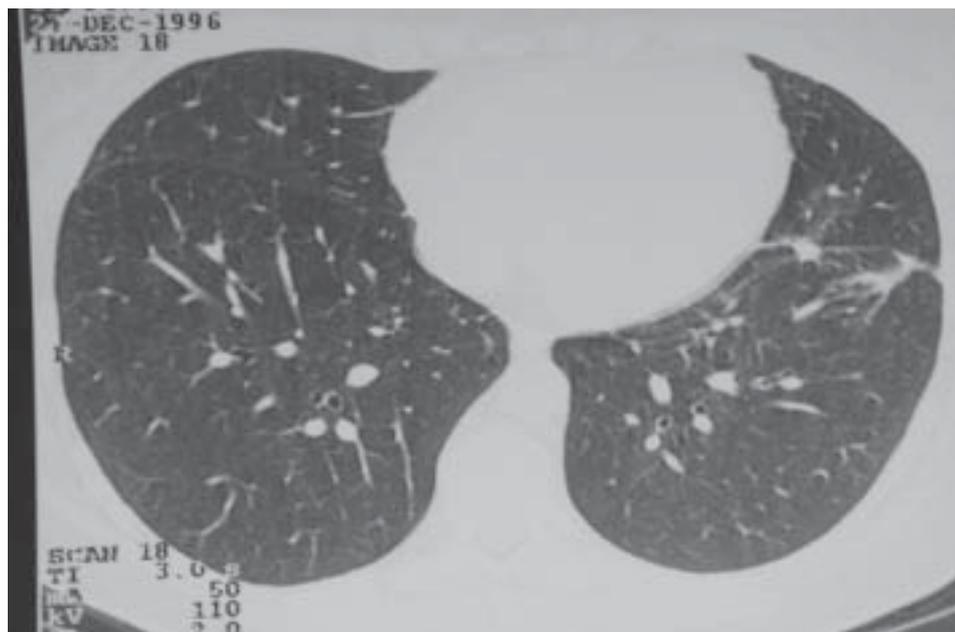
TAC torácica (duas semanas após o início do tratamento da corticoterapia oral): “regressão quase completa de áreas de densificação com broncograma aéreo”.
